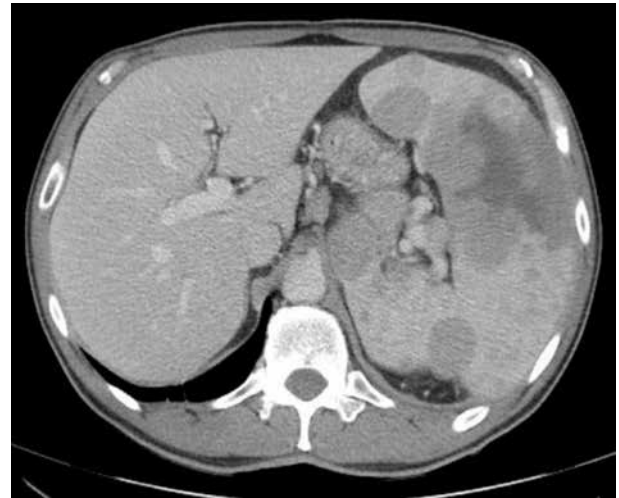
Tomografía axial computarizada con doble contraste donde se observa la esplenomegalia y múltiples formaciones nodulares intraparenquimatosas. (Foto archivo del autor)
